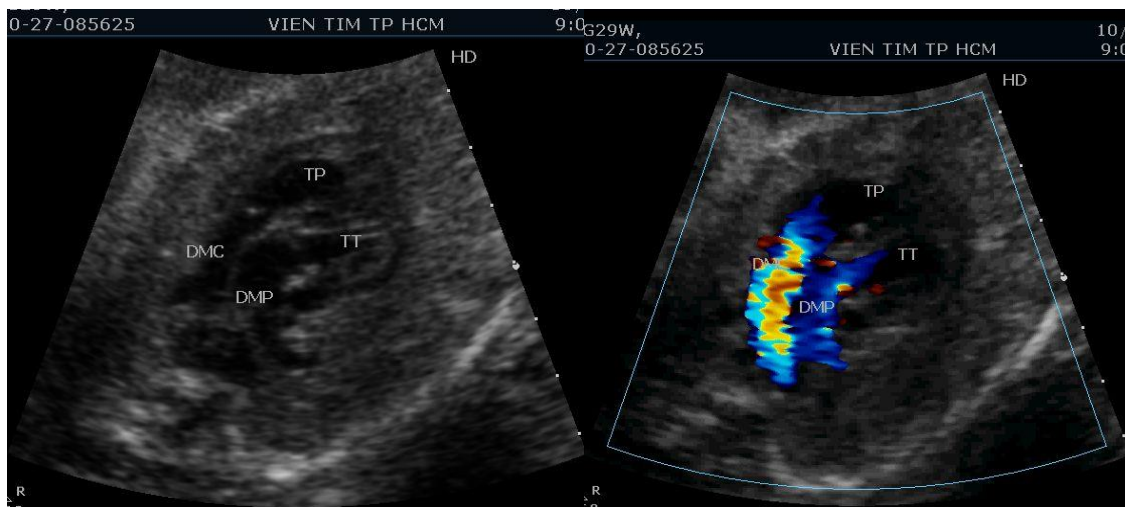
Doppler màu mặt cắt 3 mạch máu trong hẹp eo ĐMC, thấy ĐMC nhỏ dần về phía eo ĐMC. (*Video 42.13 và 42.14*)
